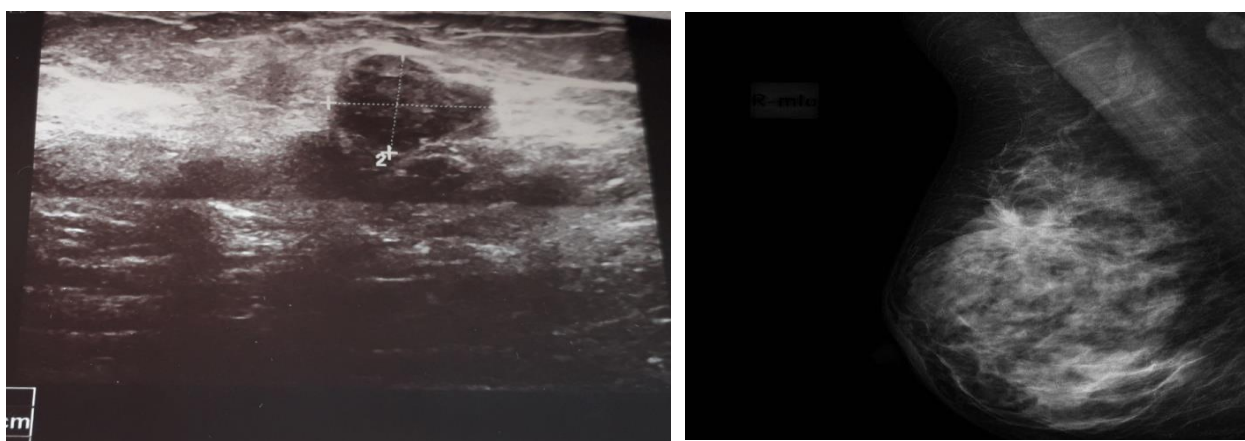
Imagine USG a glandelor mamare (a) și mamografia (b) ce pune în evidență o formațiune în cadranul lateral-superior al sânului drept
